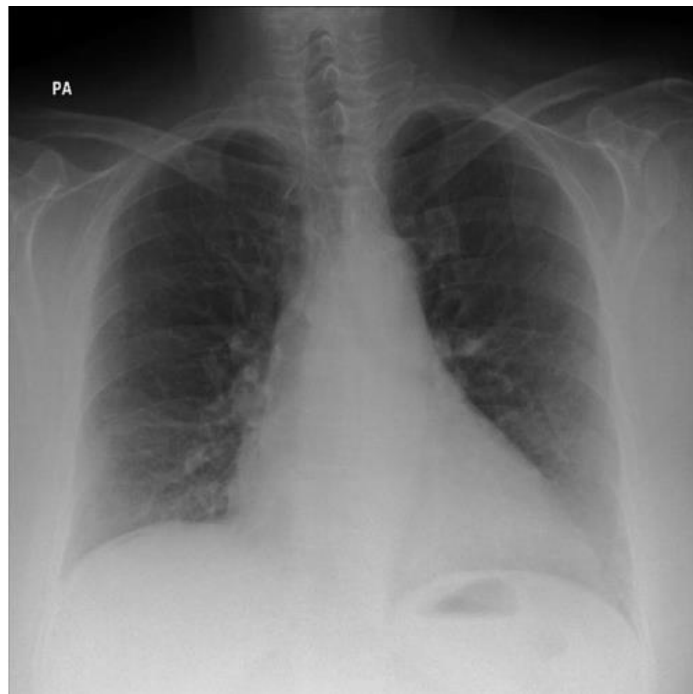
SERAM. (2012). Radiografía de tórax PA en bipedestación. Neumoperitoneo. Tomada de pdf.posterng.netkey.at/download/index.php?module=get_pdf_by_id&poster_id=111587
